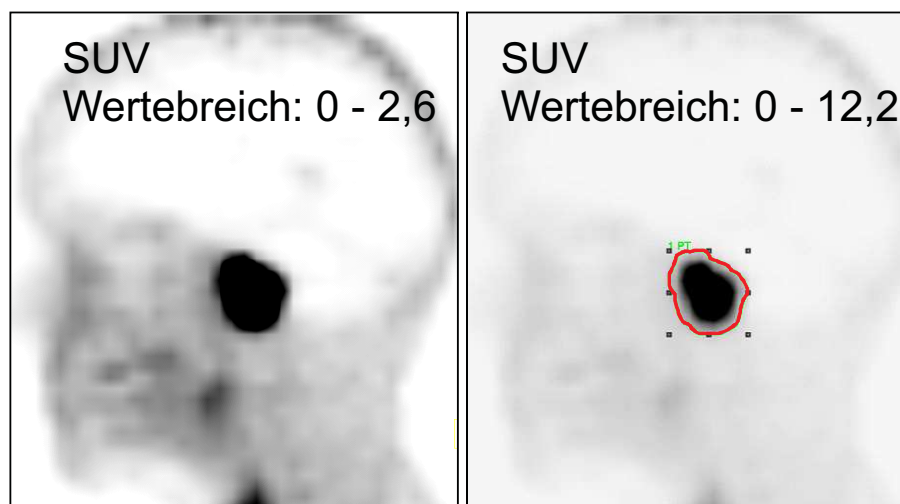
Unterschiedliche manuelle Zielvolumendefinition abhängig von der Fensterung des Bildes auf Schwarz-Weiss Werte zwischen SUV 0 und 2,6 (links) bzw. SUV 0 und 12,2 (rechts). Die rote Kontur zeigt das im linken Bild eingezeichnete Volumen. Abbildung angepasst aus [2].
